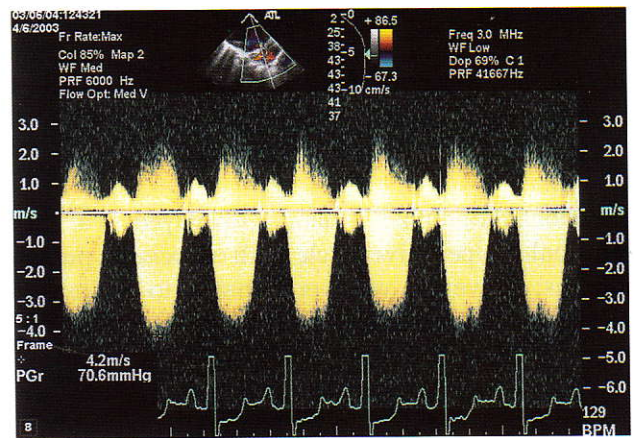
Doppler showing pulmonic stenosis maximum gradient 70 mmHg
